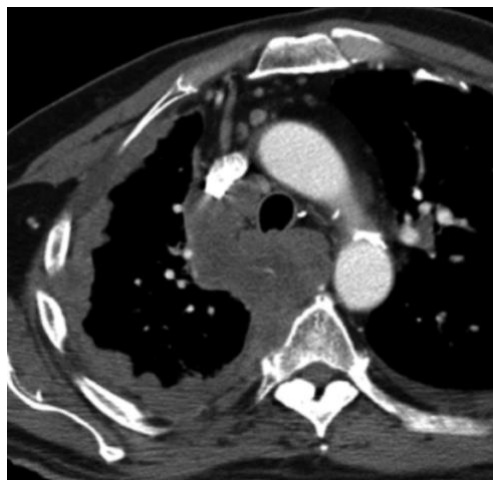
Masculino de 58 años con invasión del mediastino con MPM. TC contrastada en corte axial, justo por debajo del arco aórtico, muestra un engrosamiento pleural nodular circunferencial en el hemitórax derecho. El tumor invade el mediastino, rodea la tráquea y el esófago.
